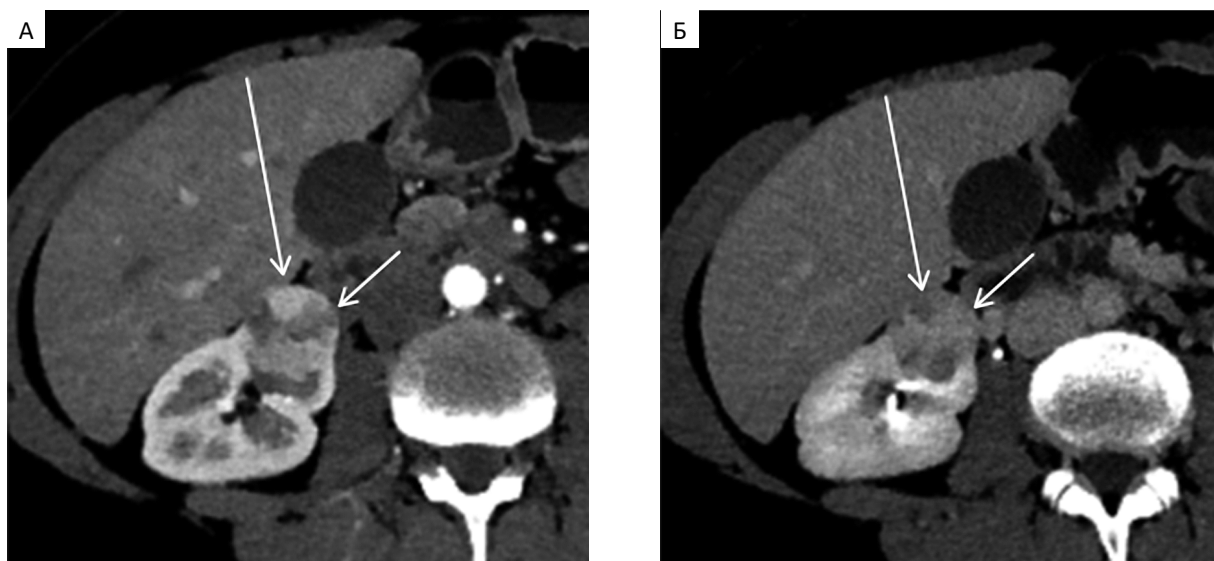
Аксиальные томограммы брюшной полости пациентки А. 39 лет с онкоцитомой правой почки в разные фазы внутривенного контрастирования: А — кортикомедуллярная фаза (КМФ); Б — экскреторная фаза (ЭФ). В правой почке — округлый опухолевый узел (до 2,5 см в диаметре) с четкими ровными контурами и негомогенной внутренней структурой. Отмечается выраженная неоднородность и неравномерность контрастирования разных сегментов опухоли: гиперденсивный в КМФ сегмент (длинная стрелка на рис. А) становится гиподенсивным в ЭФ и, наоборот, гиподенсивный в КМФ сегмент (короткая стрелка на рис. А) становится гиперденсивным на рис. Б
